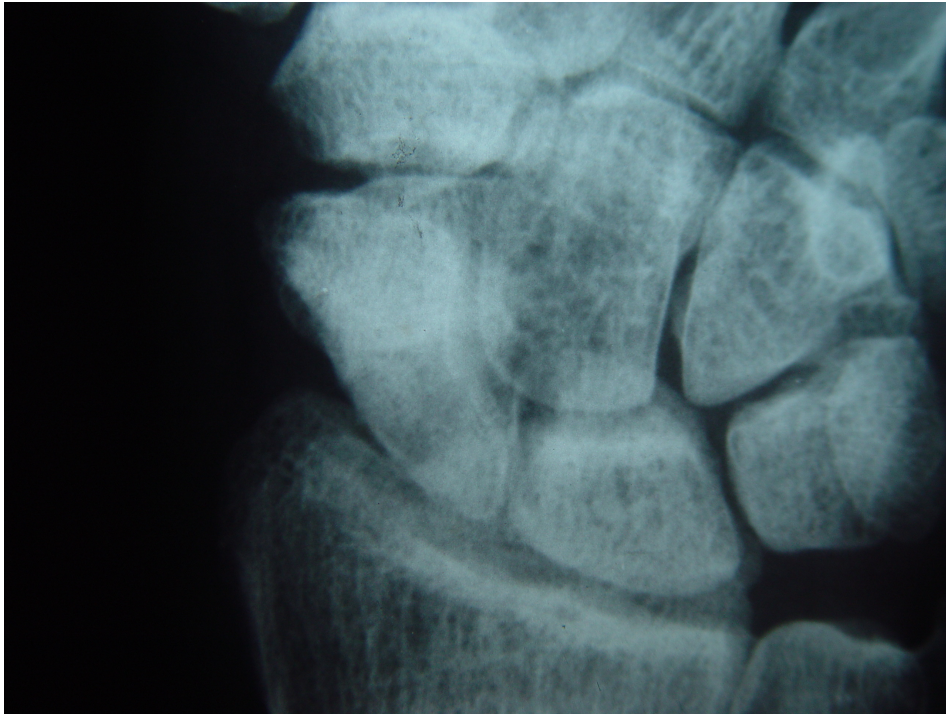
RADIOGRAFIA 48 MESES APÓS A CIRURGIA , RESULTADO FINAL.
